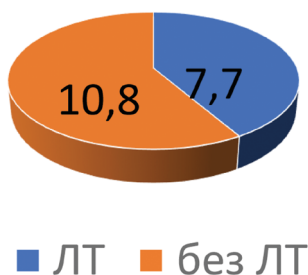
Зависимость частоты протрузии кожных покровов от лучевой терапии в послеоперационном периоде
